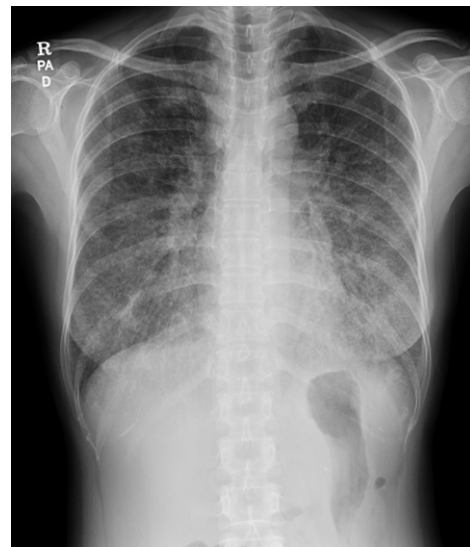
Increased interstitial marking on chest X-ray is shown at hospital day 2.
